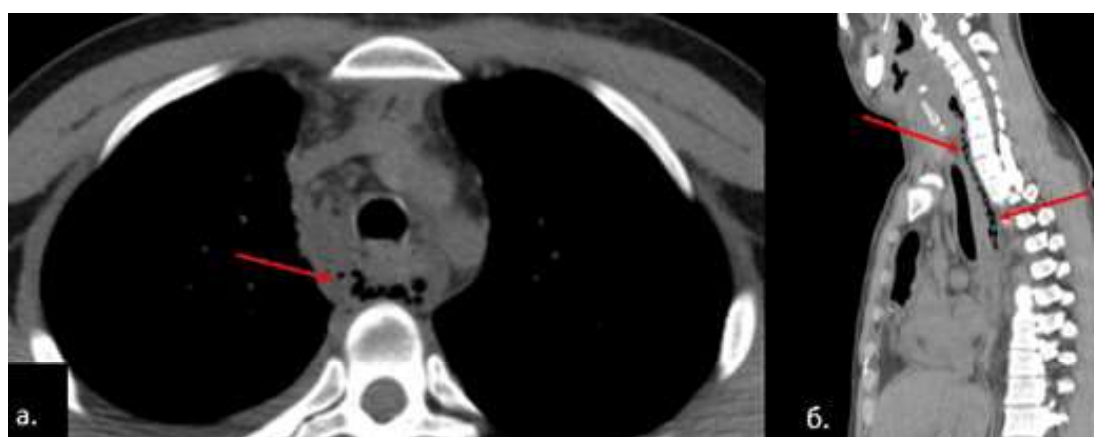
КТ, аксиальная плоскость (а), сагиттальная реконструкция (б):
